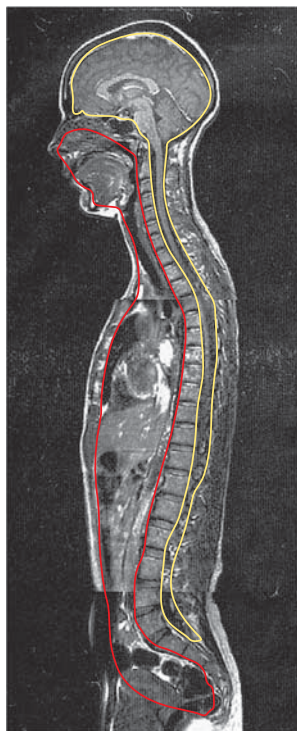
В этой книге мы говорим о роли миофасции в работе опорно-двигательной системы организма. Но элементы соединительной ткани простираются как в дорсальную (желтая), так и в вентральную (красная) полости, окружая расположенные там внутренние органы. (Изображение от Dr N. Roberts, Magnetic Resonance Centre, University of Liverpool. Опубликовано с любезного разрешения Williams; 1995.)
